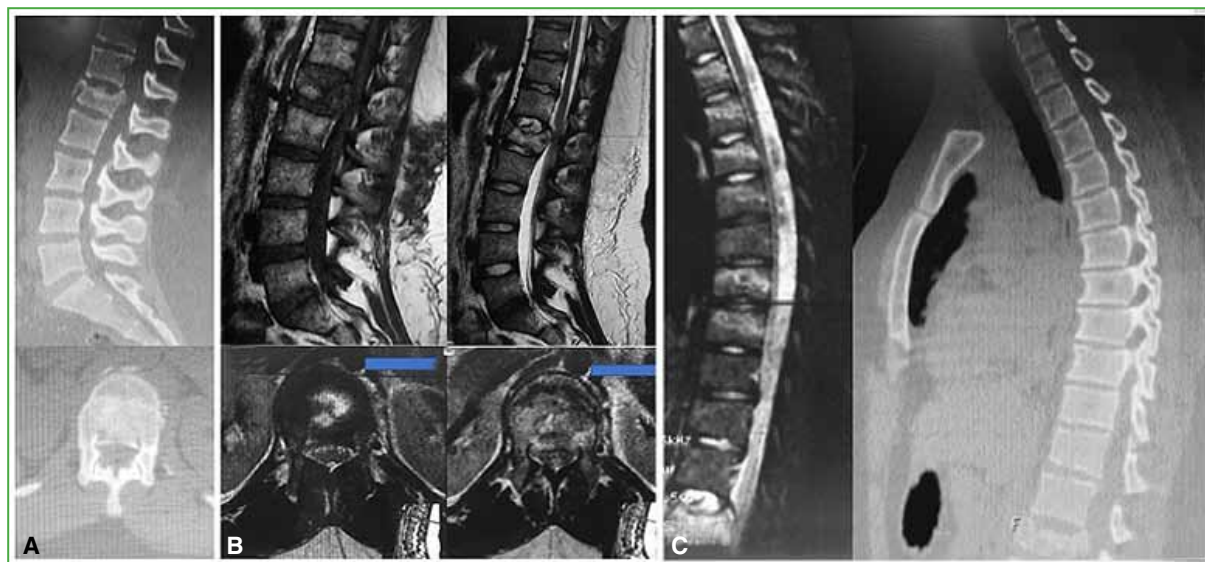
Adolescente de 16 años que sufre un accidente deportivo durante el entrenamiento precompetitivo de equitación. Cuadro de politraumatismo por asociación de trauma de cráneo y trauma facial, sin déficit neurológico. A. Tomografía computarizada de columna lumbar, cortes sagital y axial, que muestra una fractura L1A3. B. Resonancia magnética de columna lumbar, corte sagital en secuencias T1 y T2, y cortes axiales en secuencia T2 que confirman la lesión. C. Resonancia magnética y tomografía computarizada de columna torácica, cortes sagitales que muestran la asociación de lesiones no contiguas/contiguas (patrón mixto) de lesiones A1 de T3, T4, T5, T6, T8, T9, con esternón indemne.
